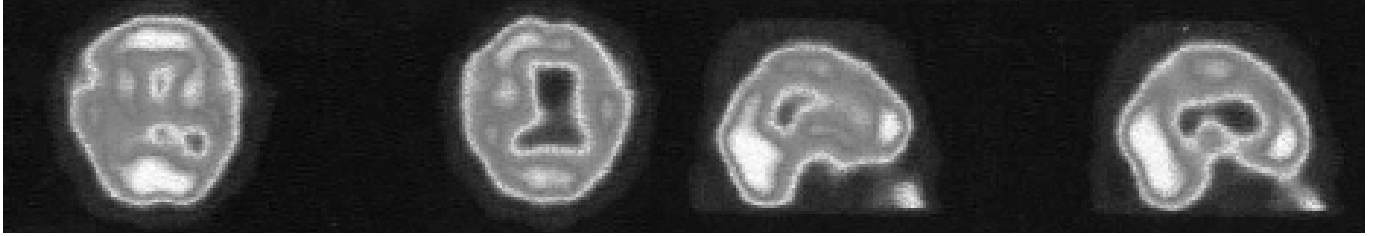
Olgu 3. Kranial SPECT incelemesinde sol fronto-temporo-parietal ve sol bazal ganglionda hipoperfüzyon
